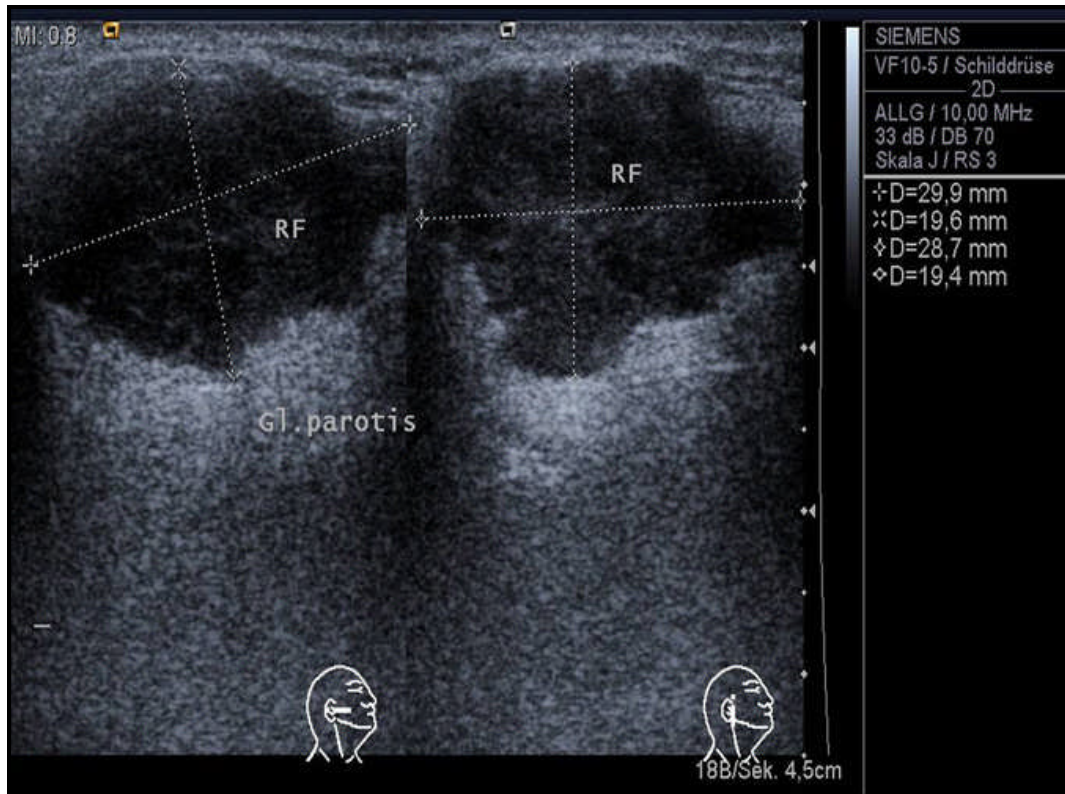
Sonographie eines pleomorphen Adenoms
